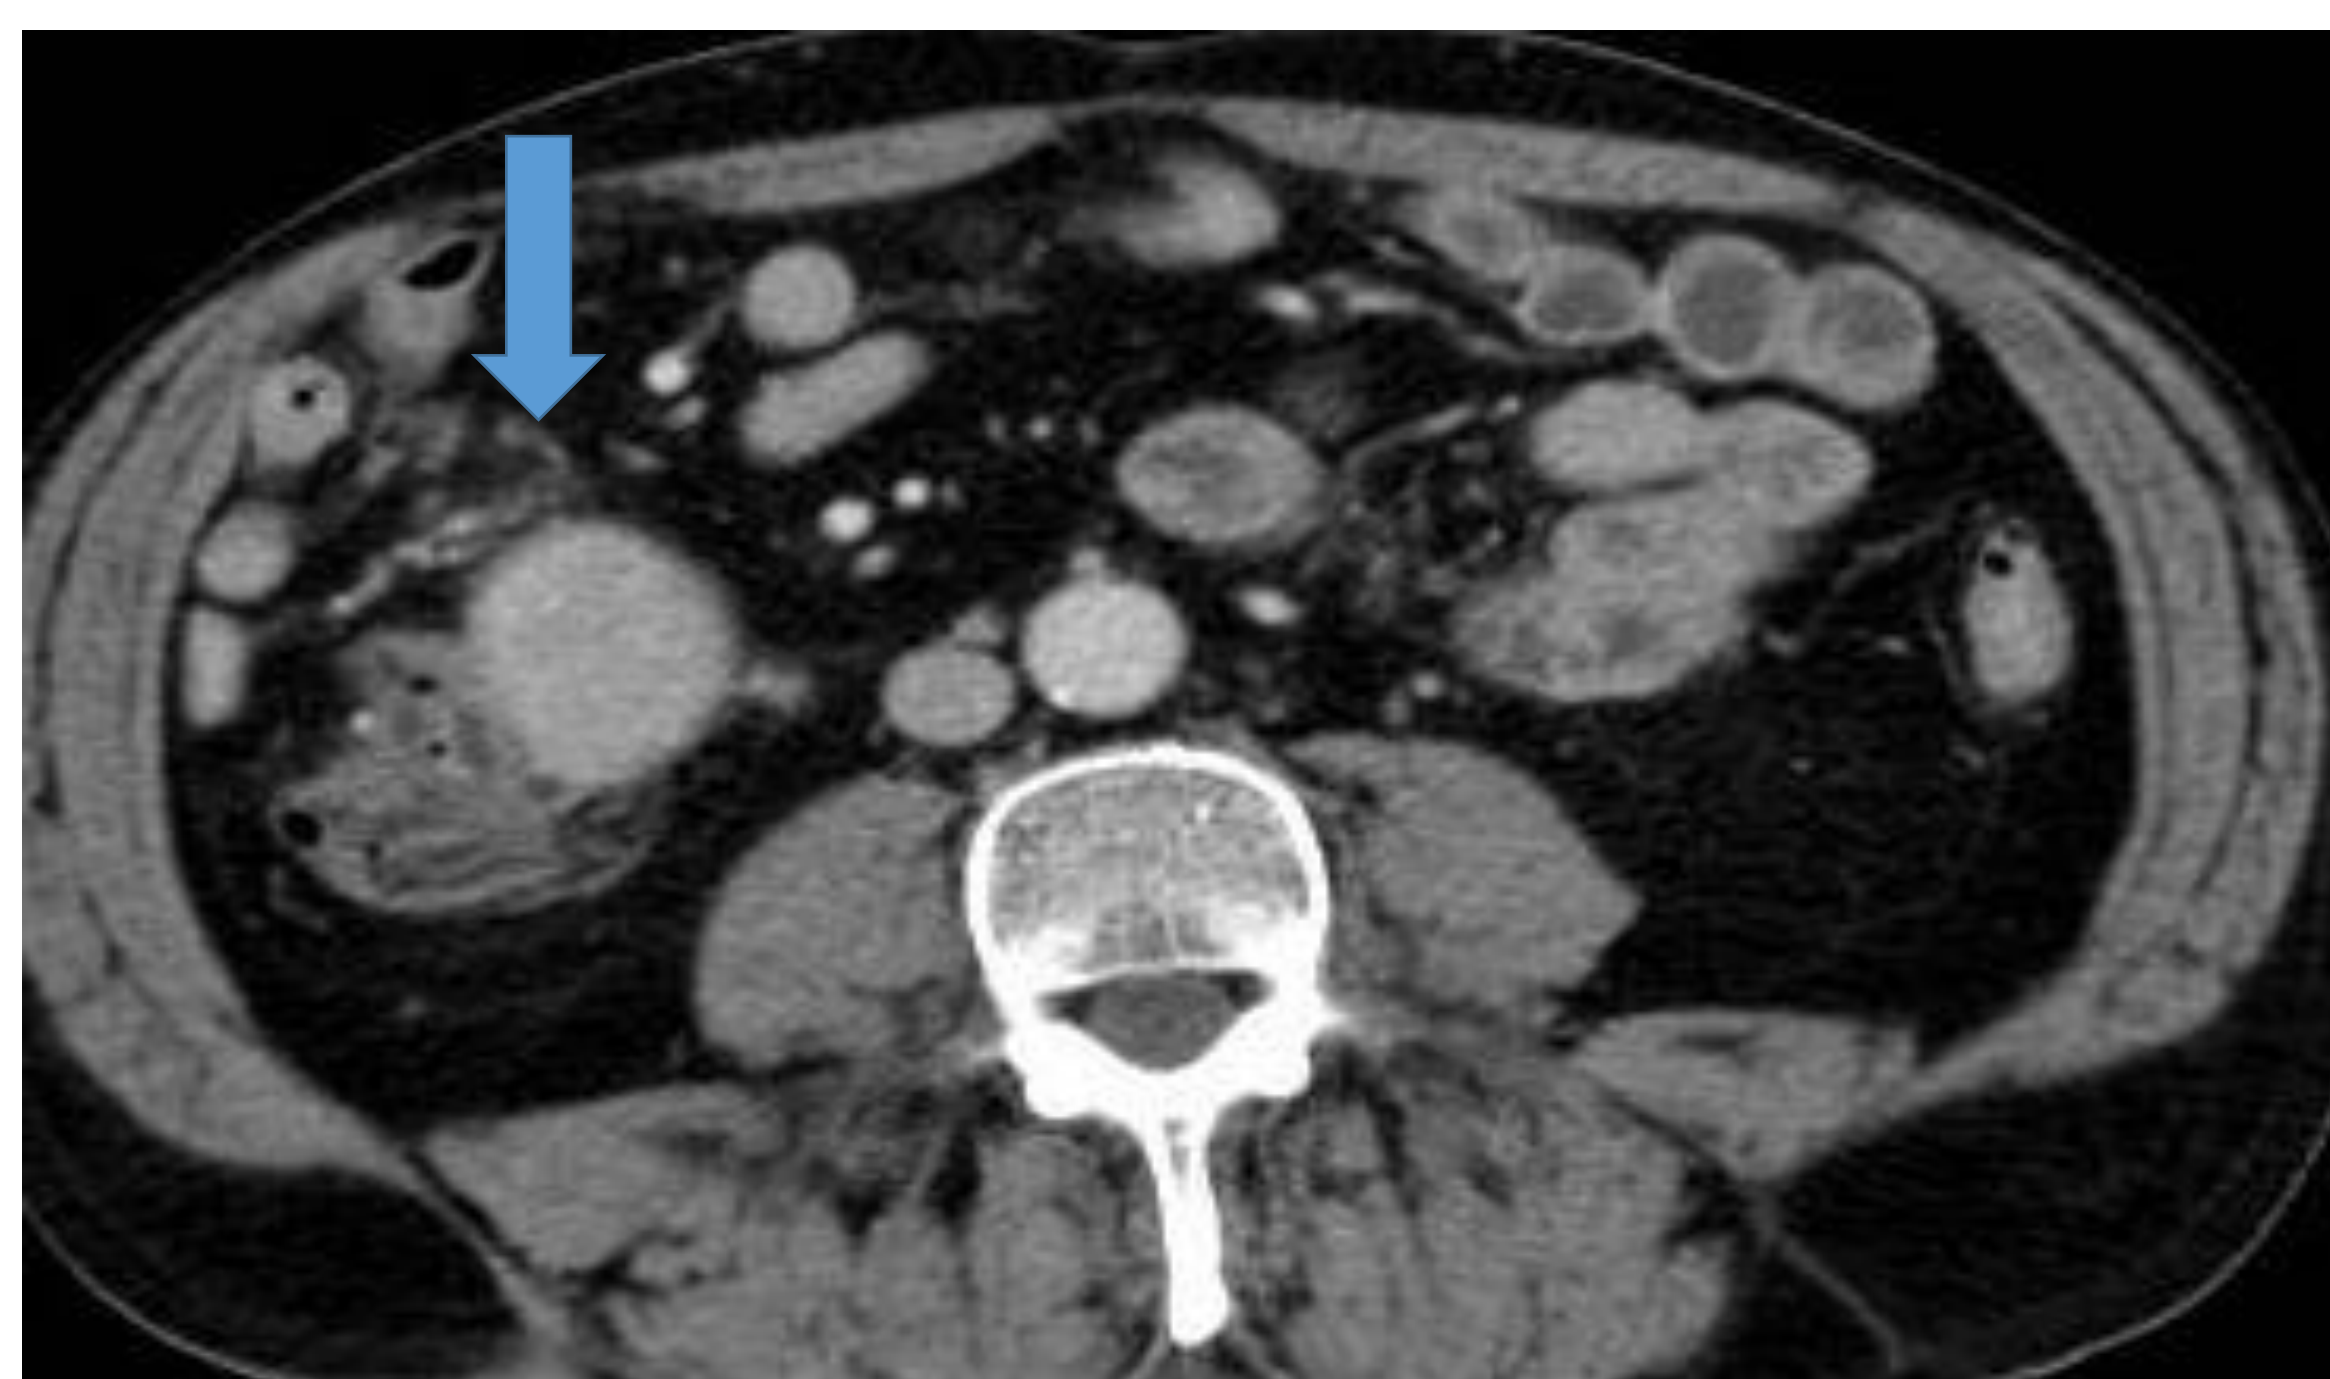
TC: En FID masa captadora de contraste de 4.5 cm en meso. En ciego masa de 2,5 cm en pared anterior, hipercaptante.
